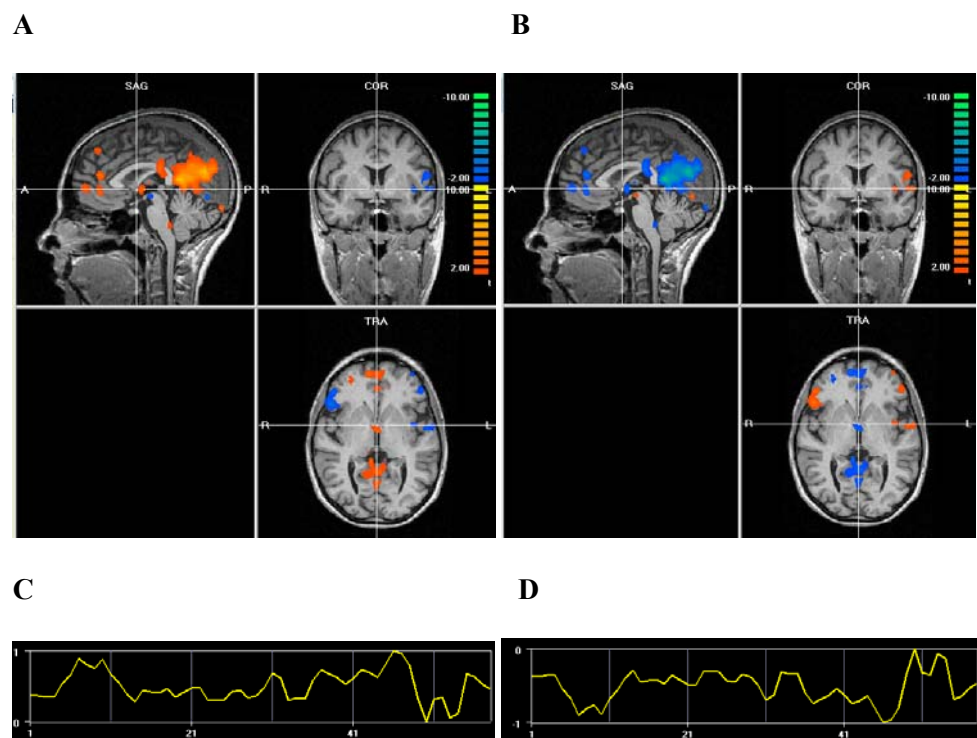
Equivalenza delle IC in A e C, cui corrispondono TC di segno opposto (C e D, rispettivamente).
